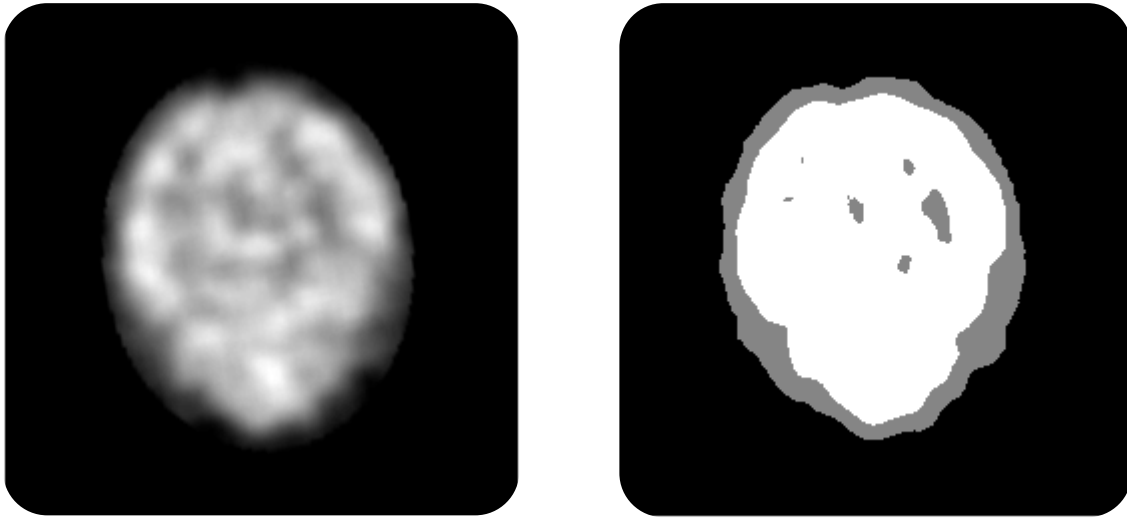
Resultados de FCM en SPECT. Se muestra un corte del SPECT original (izquierda) y el resultado de FCM utilizando tres clusters (derecha).
